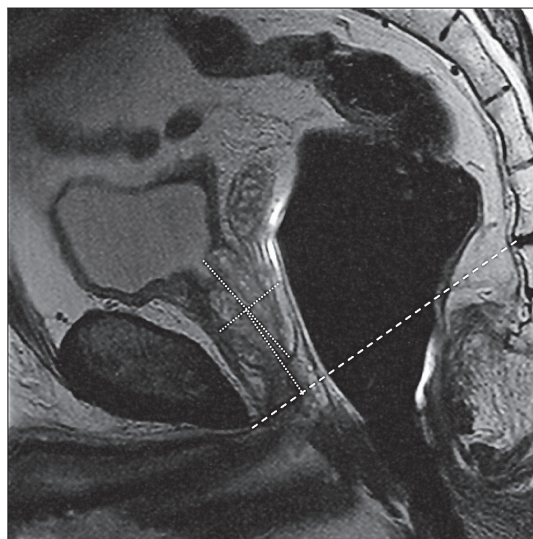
Эндоректальная магнитно-резонансная томография. Расположение геометрического центра предстательной железы по отношению к лобково-копчиковой линии
